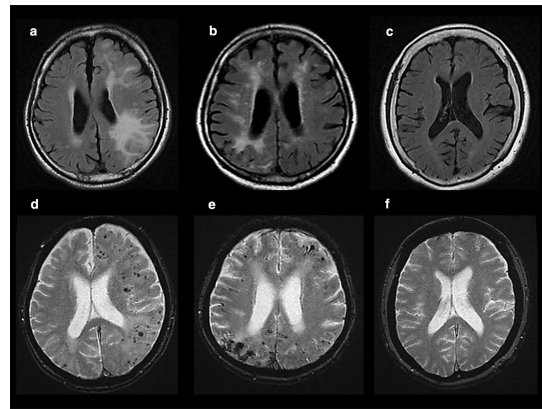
各群患者の典型的な MRI 画像(上段が FLAIR 画像、下段が T2*-GRE 画像。左の列から CAA-ri 患者、CMBs (+)患者、CMBs (-)患者の画像)
